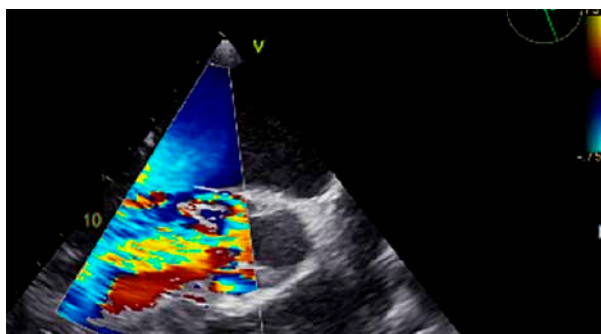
TEE – medioesofagian 110 gr ax lung Ao Doppler color: jetul de insuficiență aortică severă (vena contracta 8 mm, lărgime jet / lărgime LVOT > 60%)
